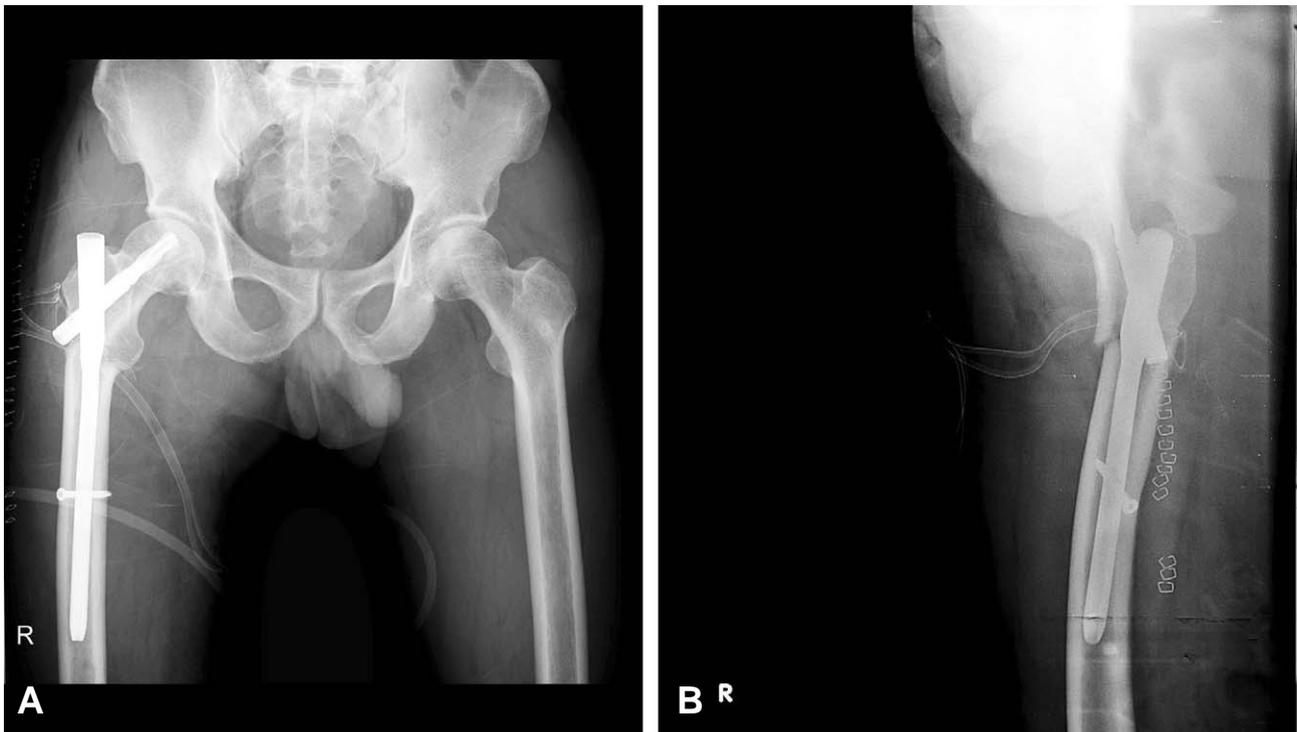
Immediate postoperative anteroposterior and lateral radiographs of the right hip show intramedullary fixation status using PFNA II (Synthes, Oberdorf, Swiss).
